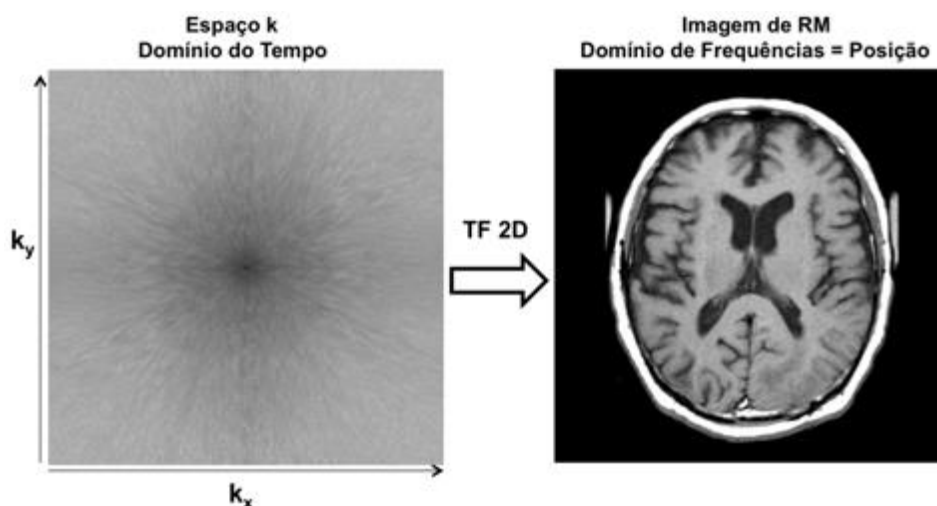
Espaço K e a imagem de RM correspondente após a aplicação da transformada de Fourier bidimensional (TF 2D) (Mazzola, 2009).
